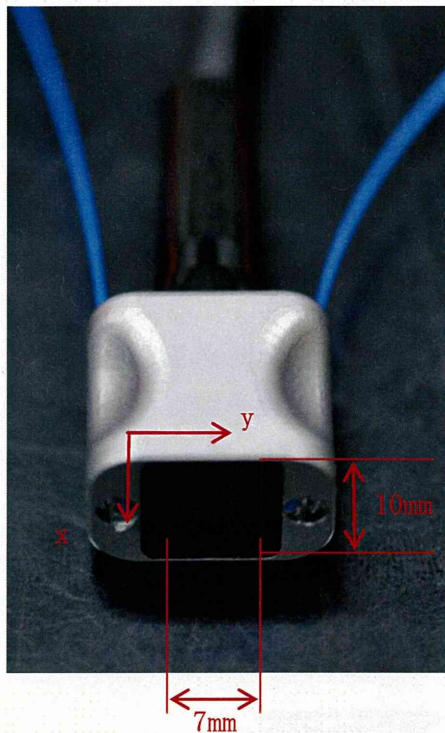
アレイ型超音波探触子(10L32-A10, Olympus)。探触子のケースに光ファイバを固定することにより、励起光を照射可能としている。
